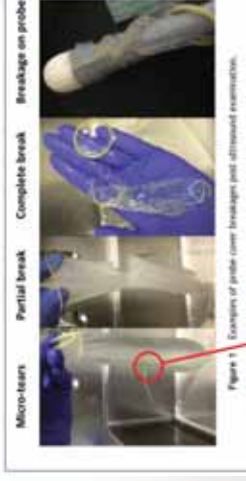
Comparison of probe cover breakage post ultrasound examination.
